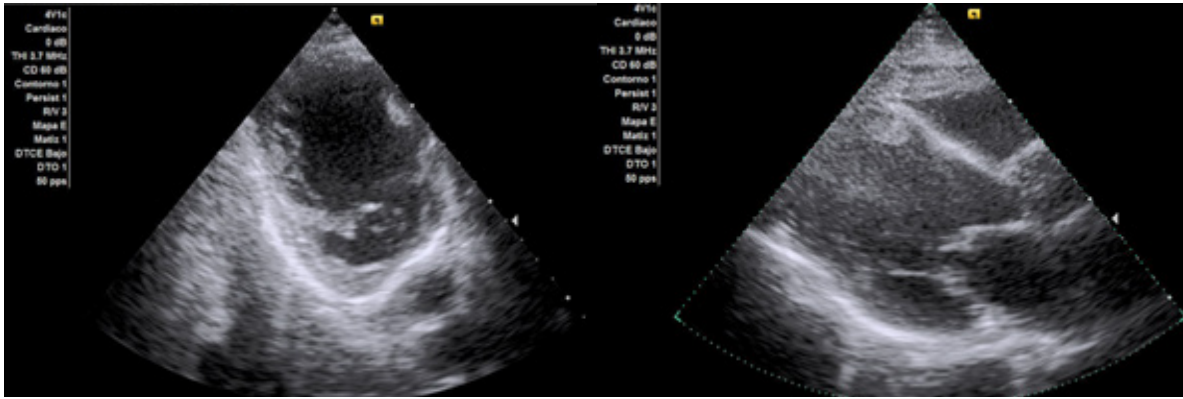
Ecocardiograma Doppler. Eje corto (izquierda) y eje longitudinal (derecha). Se observa dilatación del ventrículo izquierdo, con deterioro severo de la función sistólica.
